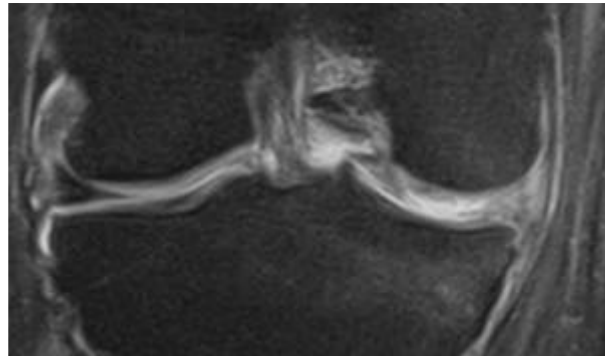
Lésion de cartilage an hypersignal (aspect blanchâtre) vue sur l'IRM
